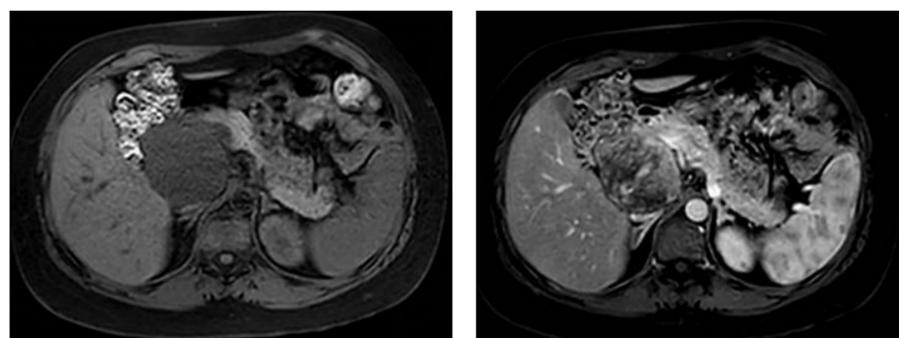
RMN ABDOMINAL PACIENTE 1. IMAGEN NEOPLÁSICA EN CABEZA DE PÁNCREAS.
